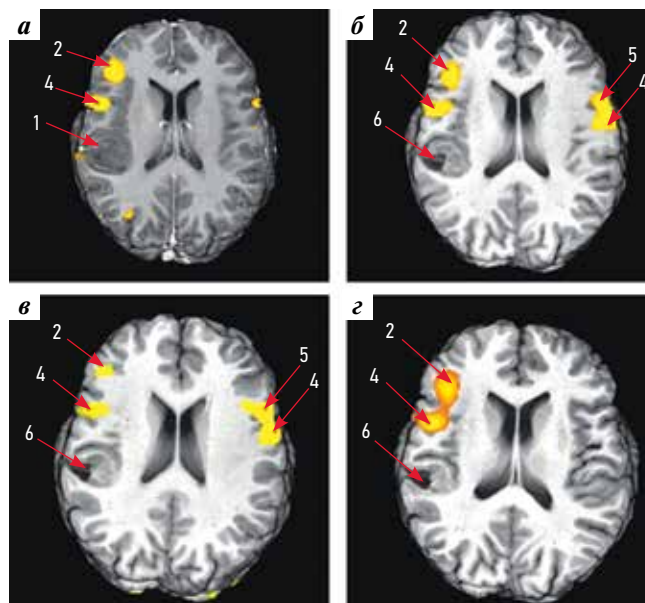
Пример двусторонней активации зоны Брока у пациента с доброкачественной глиомой левой височной доли [21]: а – функциональная магнитно-резонансная томография (фМРТ), тест на составление предложений по предъявляемым существительным до операции; б – фМРТ, тест на генерацию существительных по предъявляемым буквам через 6 мес после операции; в – фМРТ, тест на составление предложений по предъявляемым существительным через 6 мес после операции; г – фМРТ, тест на генерацию существительных по предъявляемым буквам через 12 мес после операции
